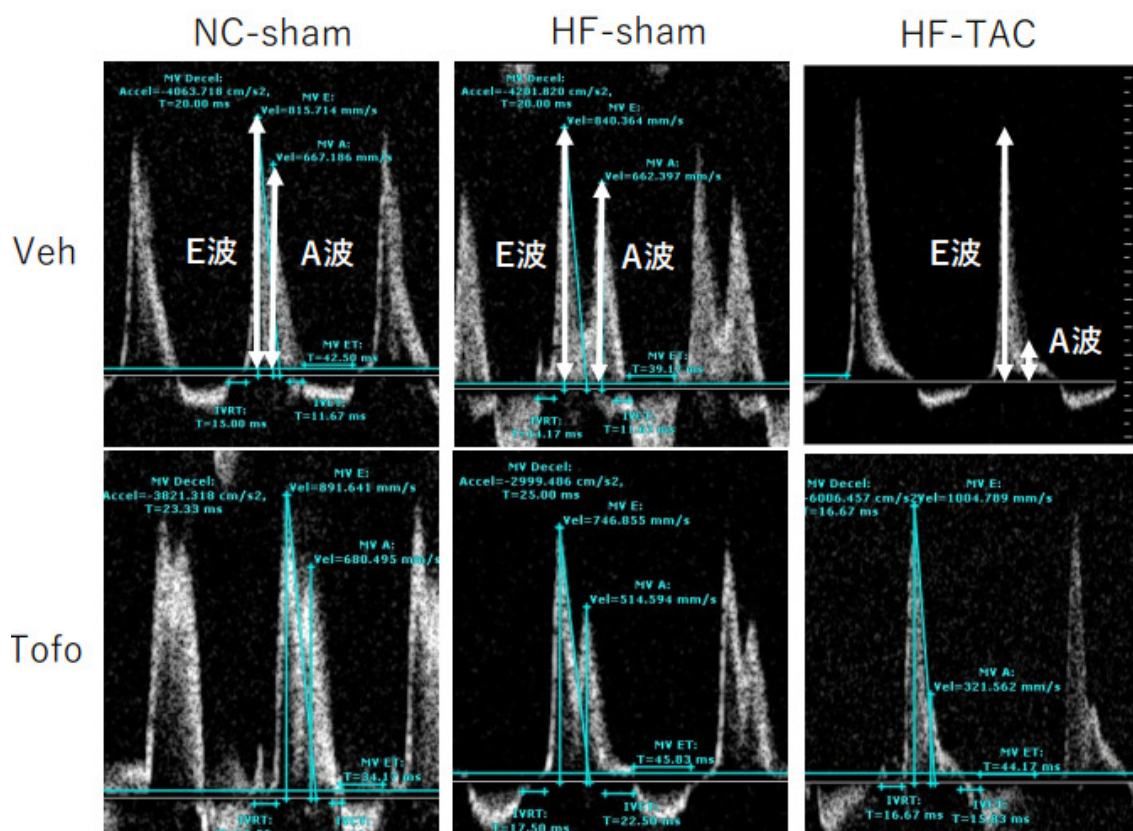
15週齢時の心エコー所見（パルスドプラ法）
